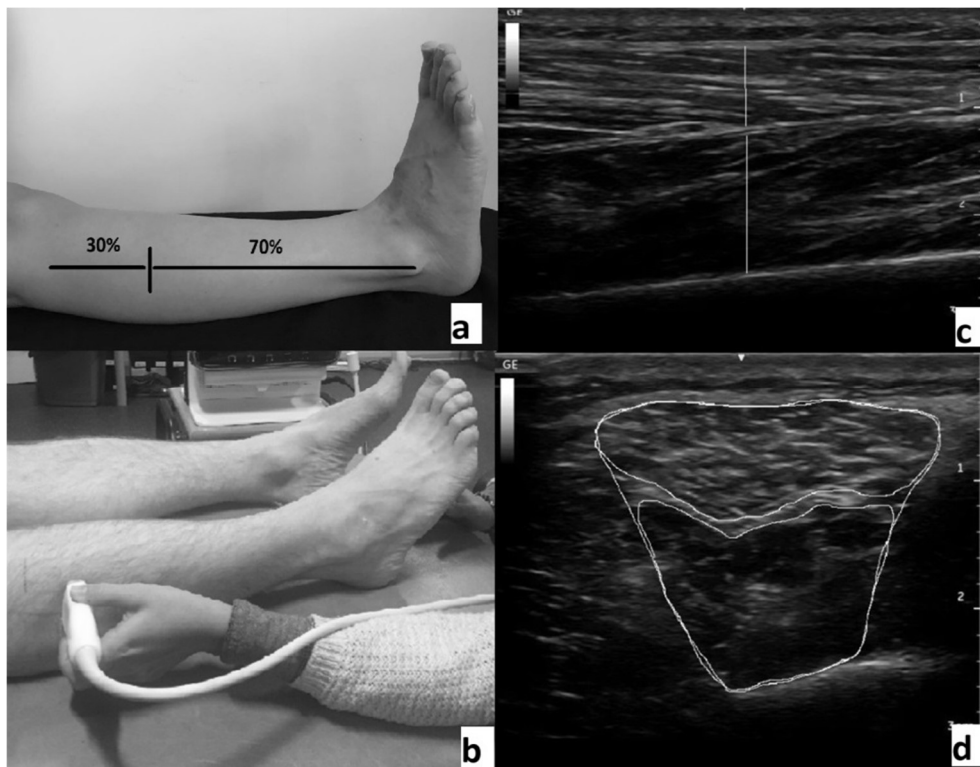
Participants' position probe location (a and b) and ultrasound images of peroneal muscles (c and d). Muscle thickness (c) and cross sectional area (d) of PL (top of the image) and PB (bottom of the image).
